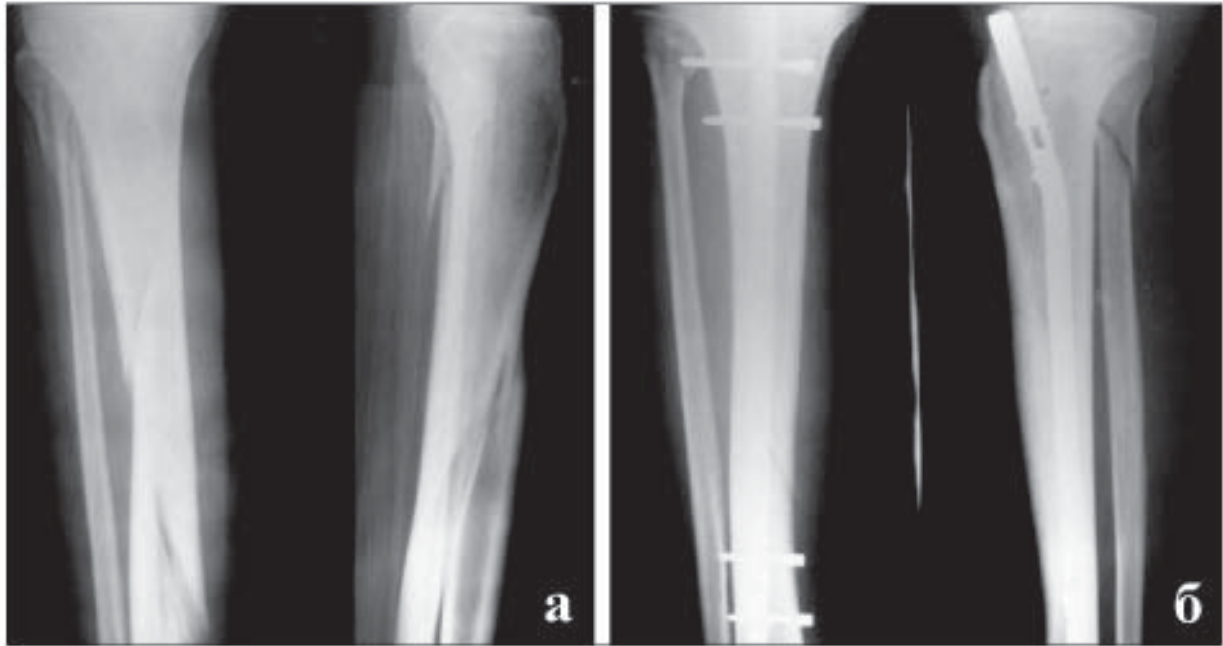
Рентгенограми переламів кісток правої гомілки хворого М: а – до операції; б – після операції.
